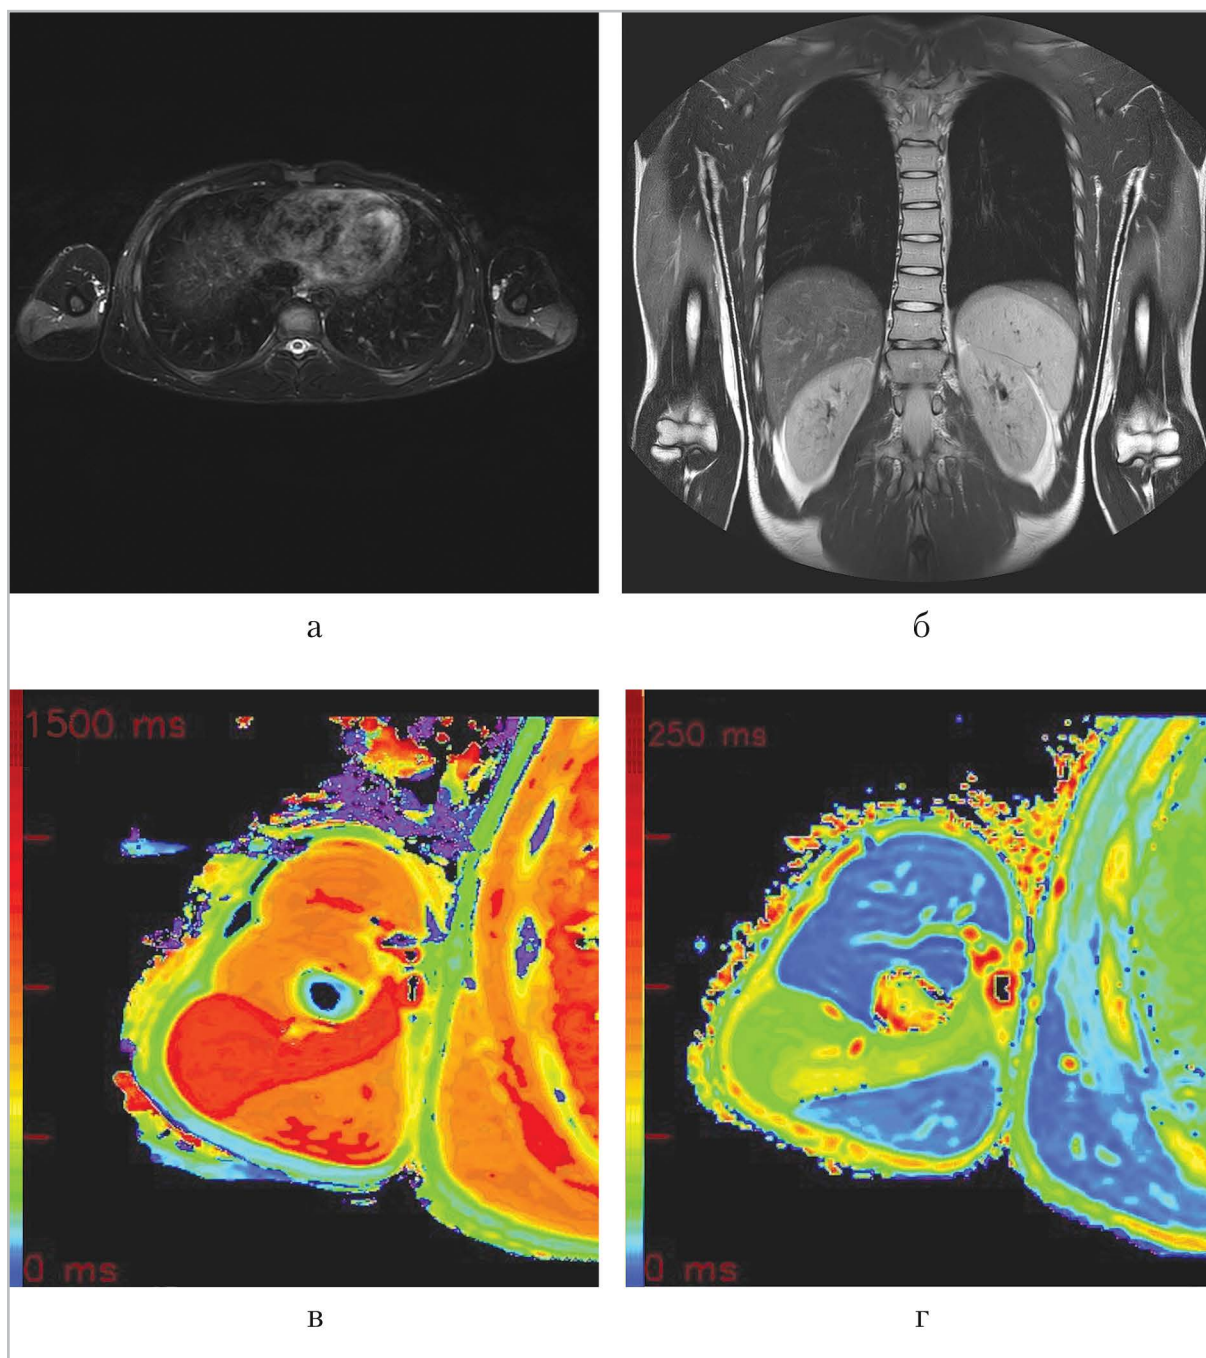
МР-томограммы области плечевого пояса и плеч на 15-й день заболевания: *а* — STIR, аксиальная плоскость на уровне средней трети плеча; *б* — T2-ВИ, фронтальная плоскость. Параметрические карты релаксации, цветовая шкала Rainbow, аксиальная плоскость на уровне средней трети правого плеча: *в* — T1-релаксация; *г* — T2-релаксация
